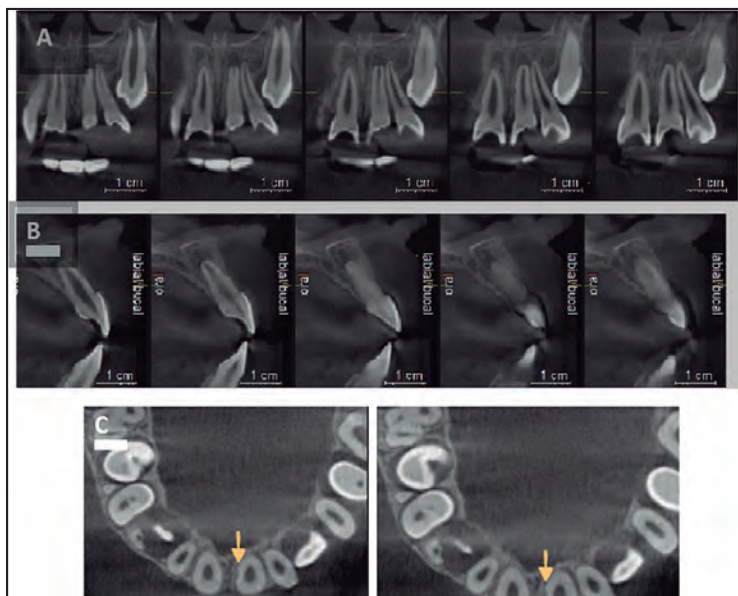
Se evidencia Tomografía Computarizada Cone Beam, en donde: A. En corte coronal y B. corte sagital, se corrobora la presencia de una radiolucidez apical, falta de cierre radicular apical y C. en corte transversal, la presencia de una reabsorción radicular externa en tercio medio radicular, no perforante con canal radicular, indicada con una flecha amarilla.
